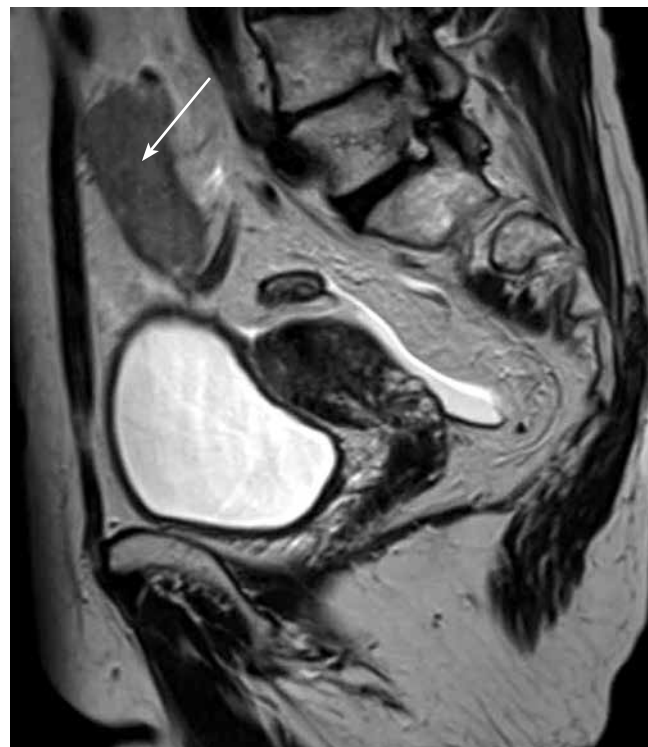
Магнитно-резонансная томография органов малого таза пациентки К., режим T2-взвешенных изображений, сагиттальная проекция. Метастатическое поражение большого сальника (указано стрелкой). В проекции большого сальника определяются солидные новообразования неправильной формы, с неровными нечеткими контурами
